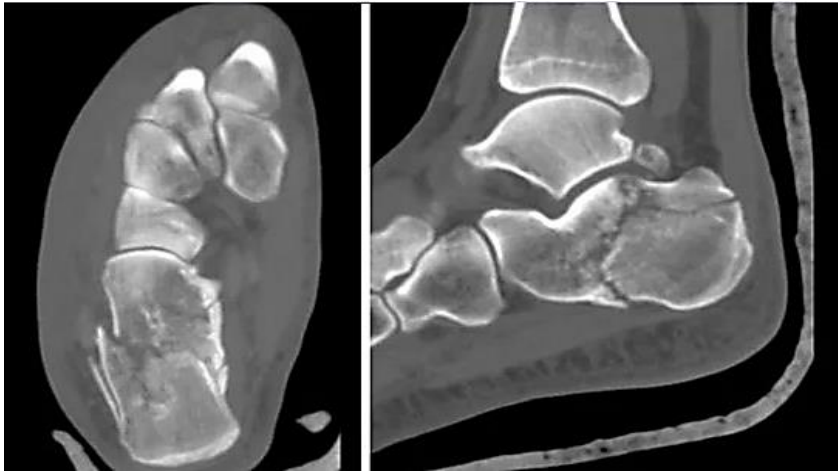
Комп'ютерна томографія стопи
